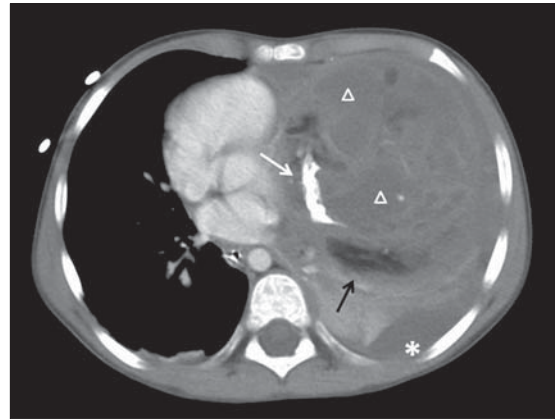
TC de tórax corte axial.
